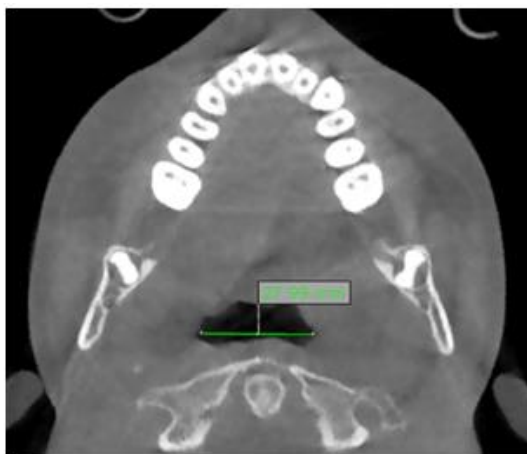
Corte axial de CBCT de paciente masculino de 12 años de edad donde se mide transversalmente la vía aérea.
